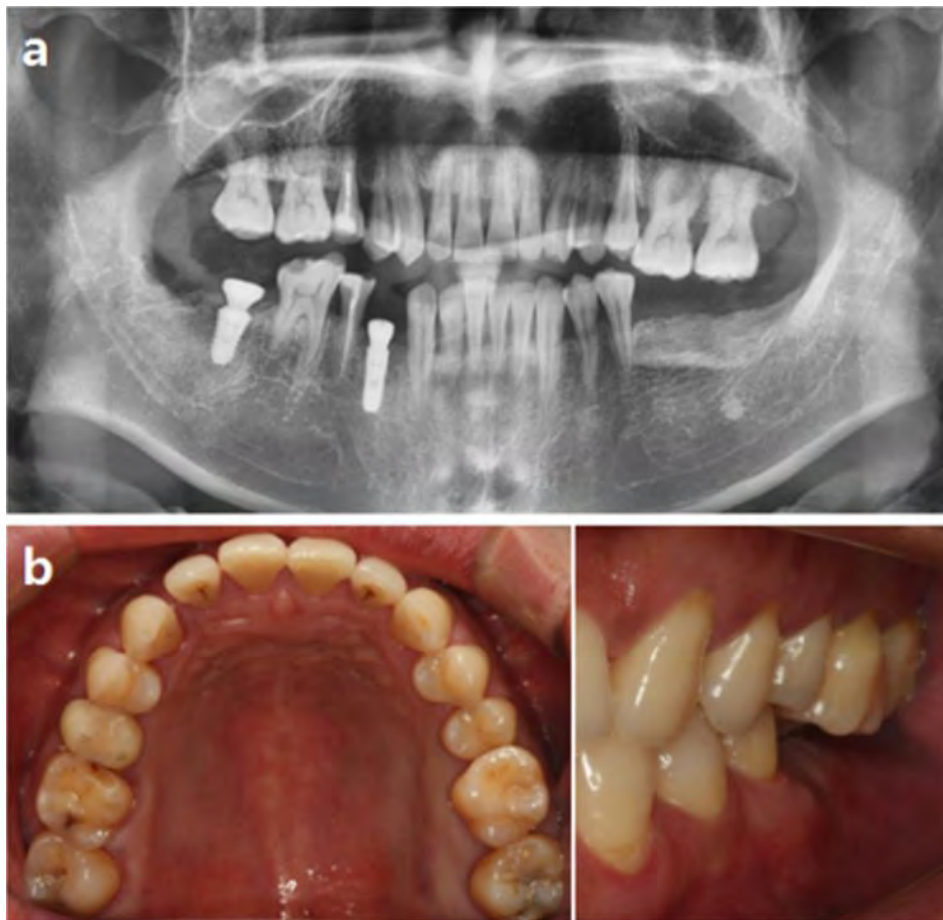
(a) Pre-operative panoramic radiograph. (b) Pre-operative clinical photograph.
